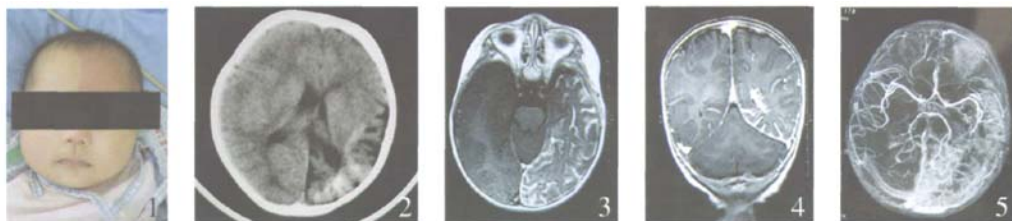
左侧颜面及头皮大面积酒红色痣;图 2 CT 见左侧大脑半球脑沟及脑池增宽,枕部皮层脑回样钙化;图 3~4 增强 MRI 检查,大脑表面软脑膜血管迂曲扩张,深入脑沟,侧脑室内脉络丛强化、扩大;图 5 MRA 显示左侧大脑半球,左侧脑室周围及左眶内多发迂曲血管影。
